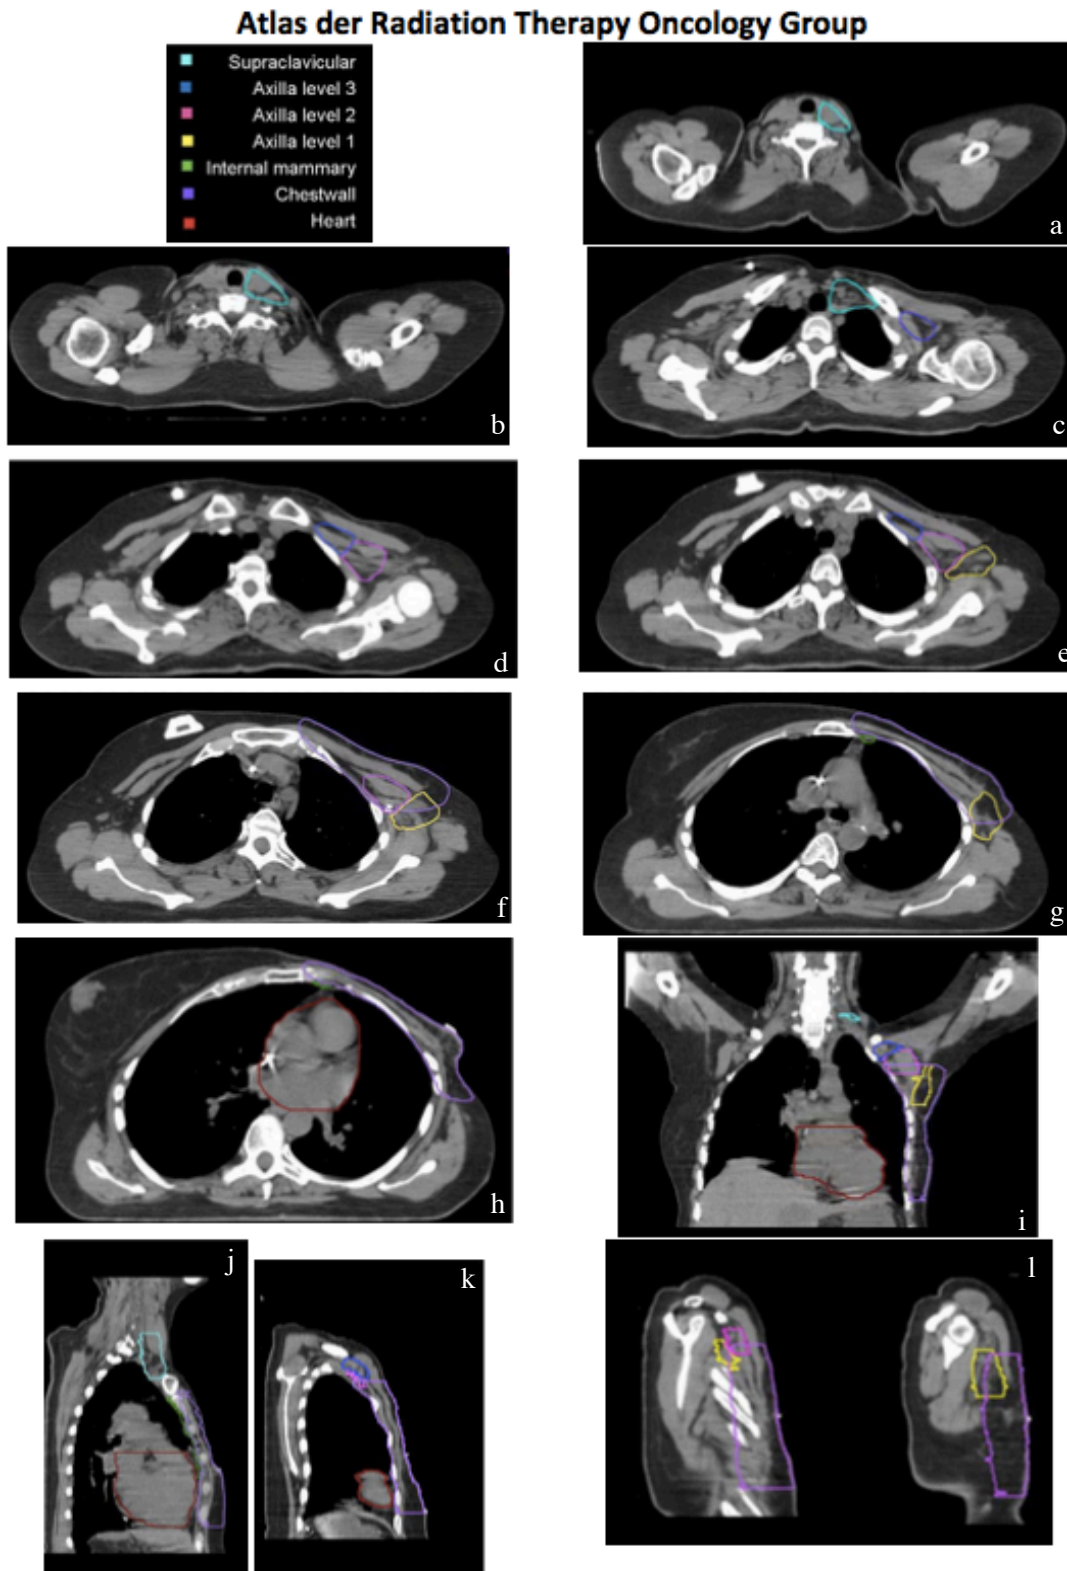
Auszüge aus dem Atlas der RTOG: Alle Regionen werden durch den Strahlentherapeuten Ebene für Ebene eingezeichnet. Neben den zu bestrahlenden Gebieten werden auch Risikoorgane wie das Herz konturiert um die Strahlentoxizität zu minimieren (White, 2009); die Abbildungen 5a-h stellen axiale CT-Schnittbilder dar, davon ist in a-c das supraclaviculäre Level konturiert, in 5d-h sind neben der axillären Levels auch die Thoraxwand und das Herz eingezeichnet; 5i zeigt einen koronalen Schnitt, 5j-l stellen Sagittalschnitte dar
